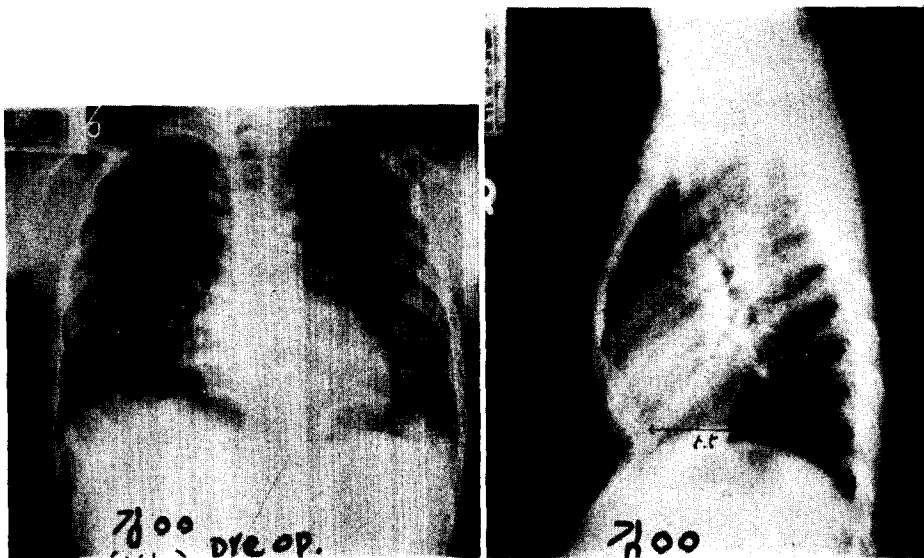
Case 2. The preoperative roentgenograms show displaced heart to the left in the P-A view, and depressed sternum in the lateral view.
